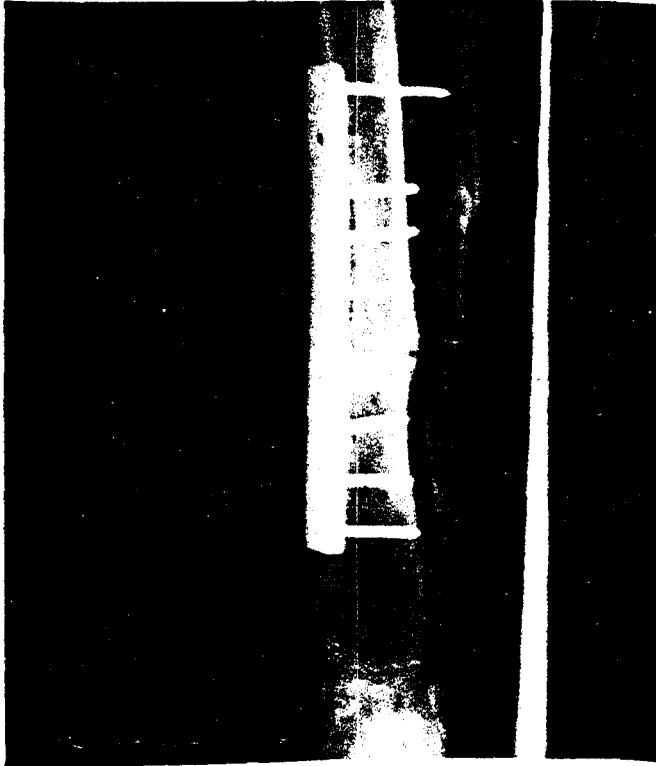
9-a Kuntscher çivisinin kırıldığını gösteren cruris lateral grafisi
